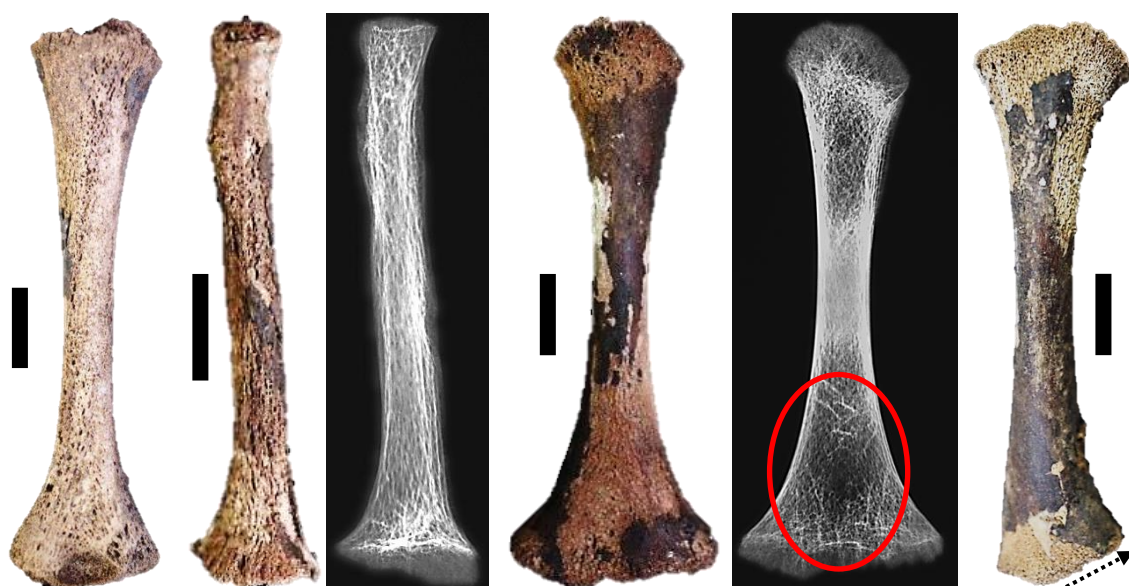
Lesões metafisárias e corticais observadas no úmero, rádio, fémur e tíbia esquerdos do indivíduo neonatal S4.I9.1 (idade estimada 0-0,29 anos). Observe-se a extinção do contorno metafisário distal nas radiografias do rádio e do fémur, assim como a perda de densidade trabecular (círculo vermelho). Na tíbia pode observar-se a deformação em inclinação apresentada na metafíse distal (seta ponteadada). Escalas 2cm.
